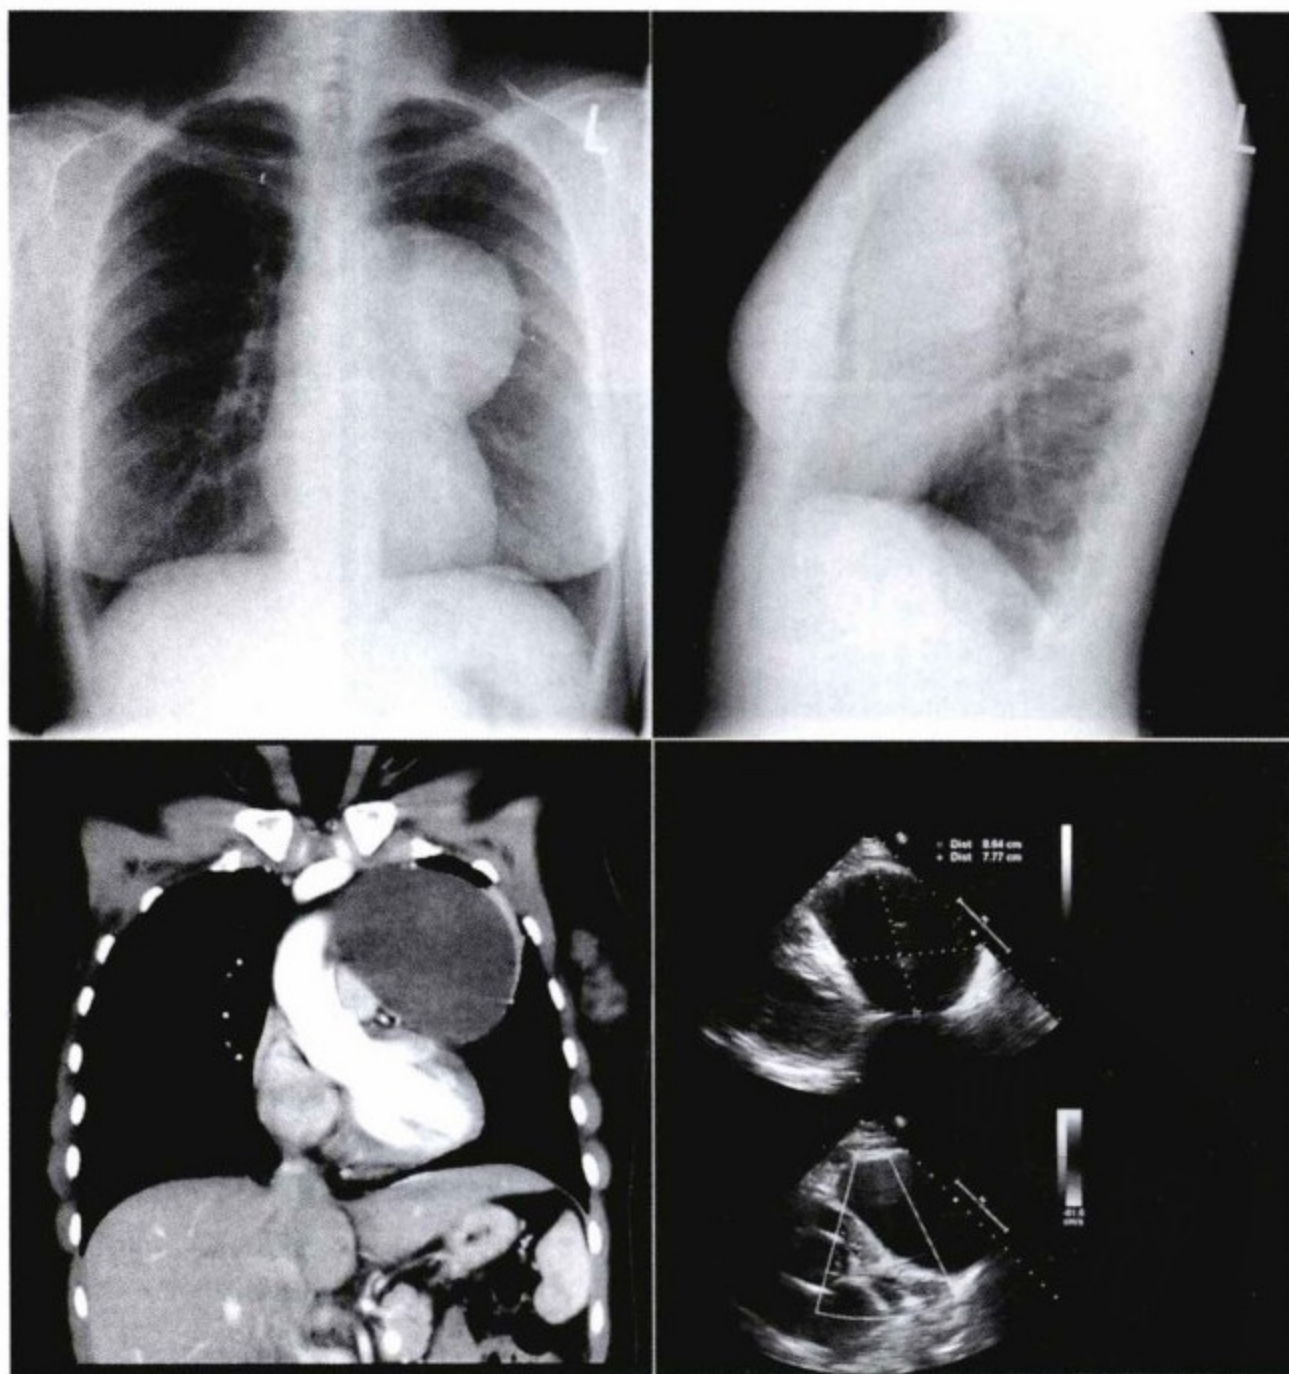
左上图和右上图的胸片显示巨大圆形肿块起自左肺门。无其他肿块或胸腔积液,心脏正常。左下图,CT增强扫描显示在升主动脉和肺动脉水平见体积较大的圆形肿块,肿块无强化,无胸腔积液。右下图,经胸超声心动图(和其他方法)显示病变大小8cm×9cm。经超声证实囊内含有液体,壁薄,右心室流出道和肺动脉搏动挤压囊肿,肿块内未见流动声影。
